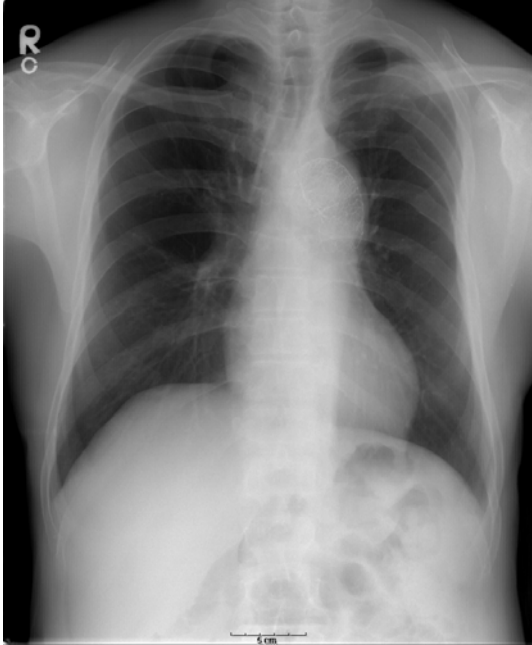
Chest radiograph showed a stent in the aortic arch and no specific abnormal findings on lung parenchyma.
